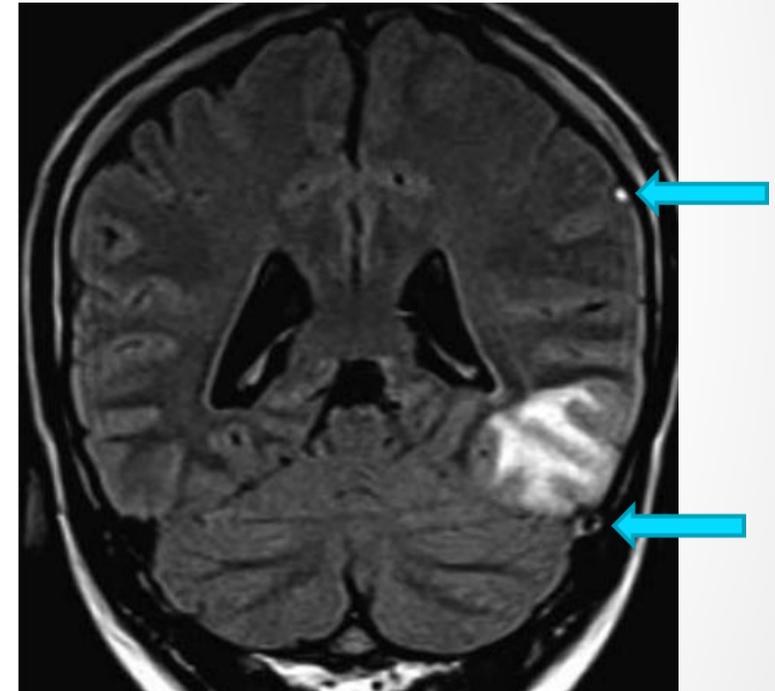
Secuencia T2 FLAIR muestra signo de la vena hiperintensa en una vena cortical parietal izquierda y ausencia parcial del vacío de flujo del seno transverso ipsilateral, con compromiso del lóbulo temporal, predominantemente a nivel de sustancia blanca subcortical, con edema vasogénico.
